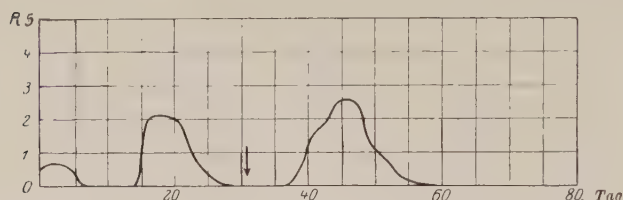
Die „3 Wellen“ des Röntgenerythems. (Nach Miescher.) R0—R5 bedeuten die verschiedenen Grade der von Miescher benutzten Rötungsskala.
